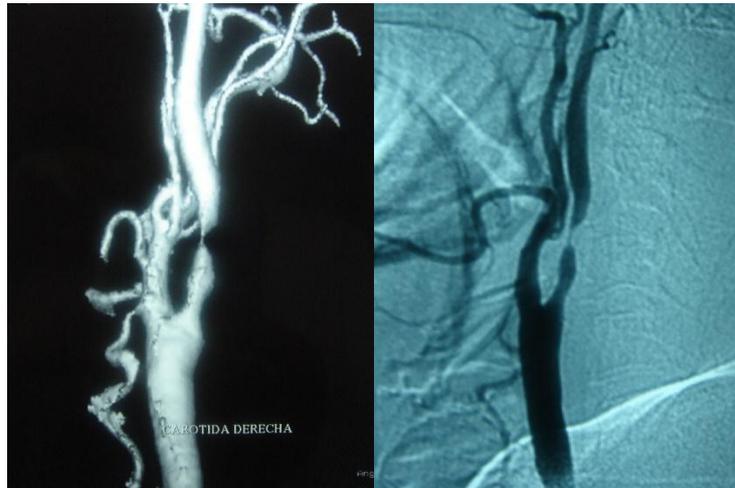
Angioresonancia y arteriografía de una estenosis carotidea.
